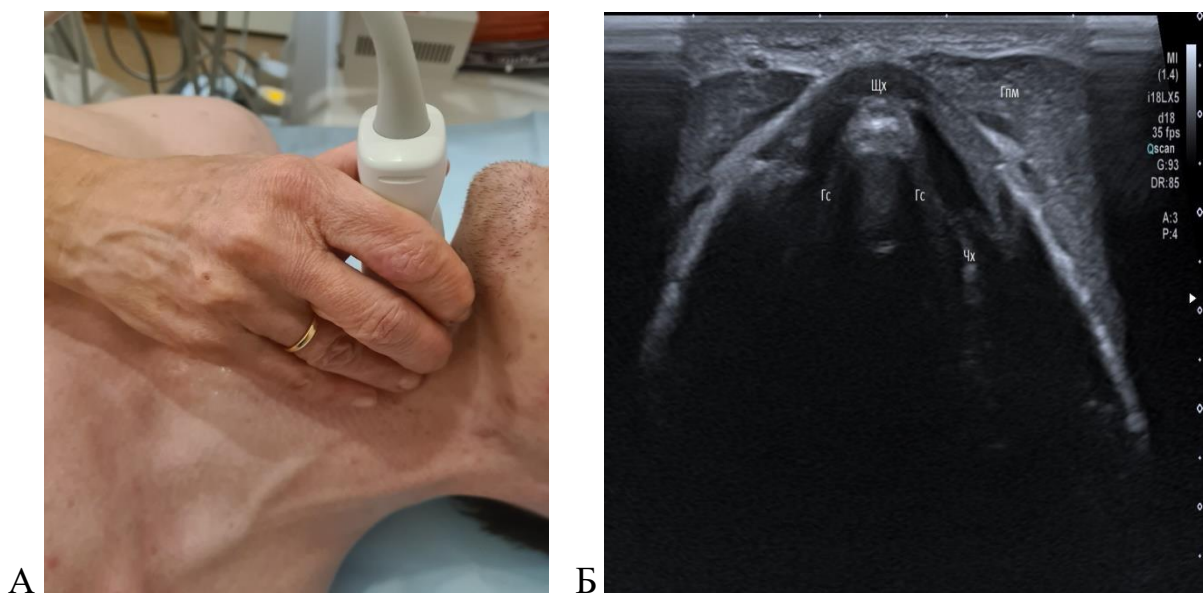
А – Изображение постановки УЗИ-датчика в области щитовидного хряща.
